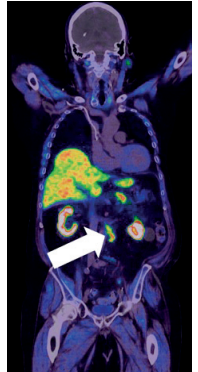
PET/CT-Aufnahme mit Darstellung der krankhaften Speicherung des F-18-Cholins im Bereich der paraaortalen Lymphknotenstation links (Pfeil); ansonsten normale Verteilung des F-18-Cholins im Bereich beider Nieren, der Leber sowie des Magens.
